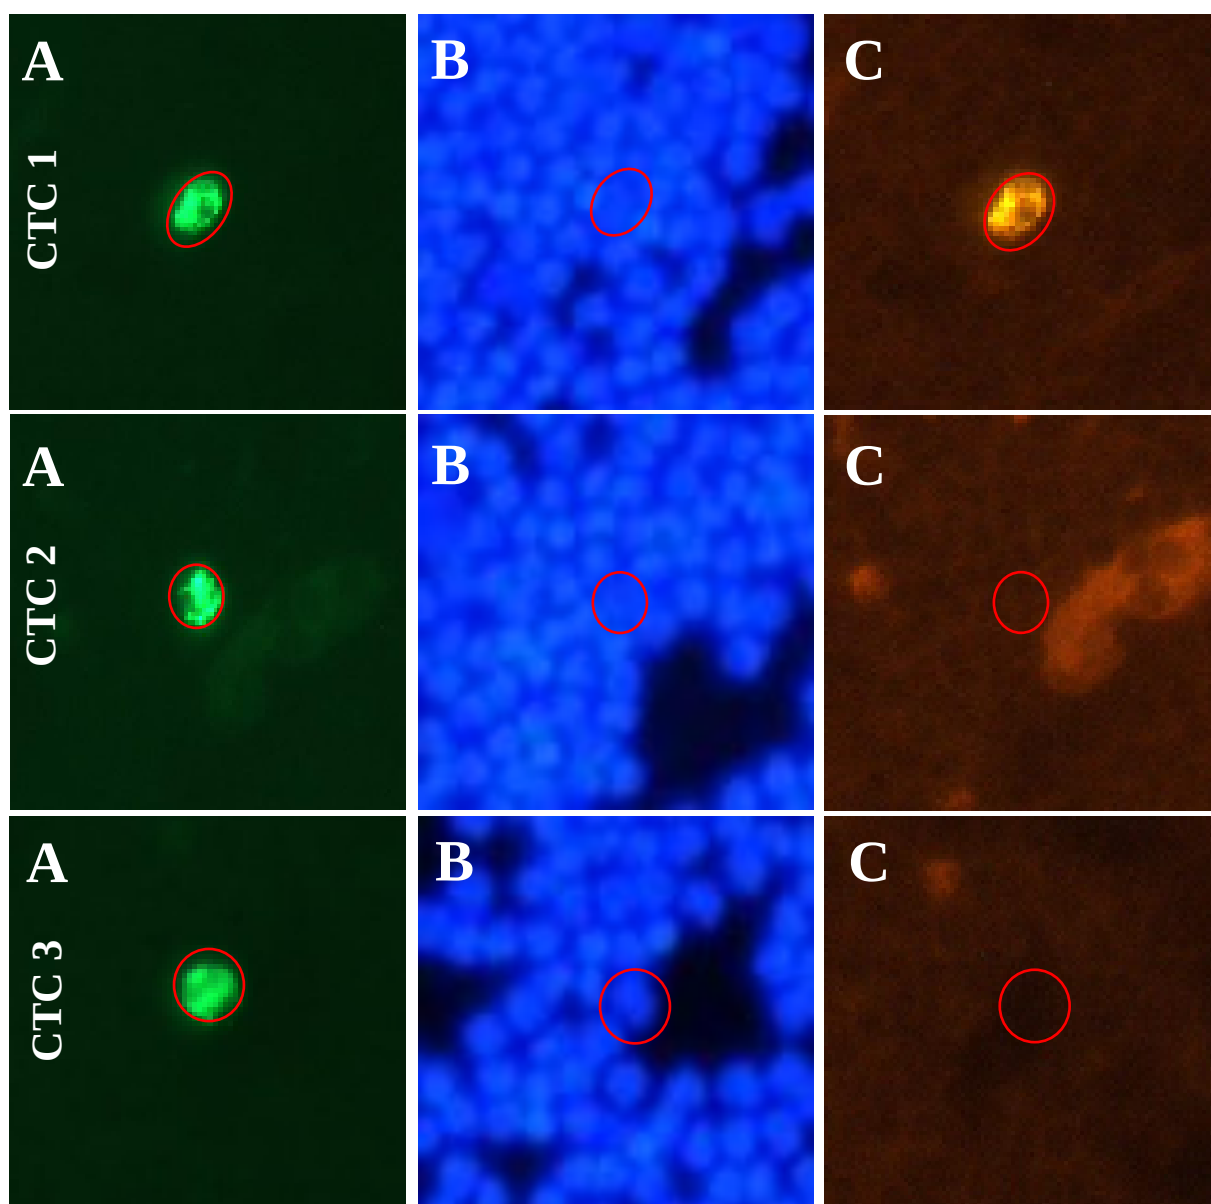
Snímek z platformy CytoTrack CT11TM. Červené kolečko označuje detekovaný klastř tří CTCs v krevním vzorku pacienta. Značeno anti pan-cytokeratin protilátkou (A), DAPI (B) a anti-EpCAM protilátkou (C).
